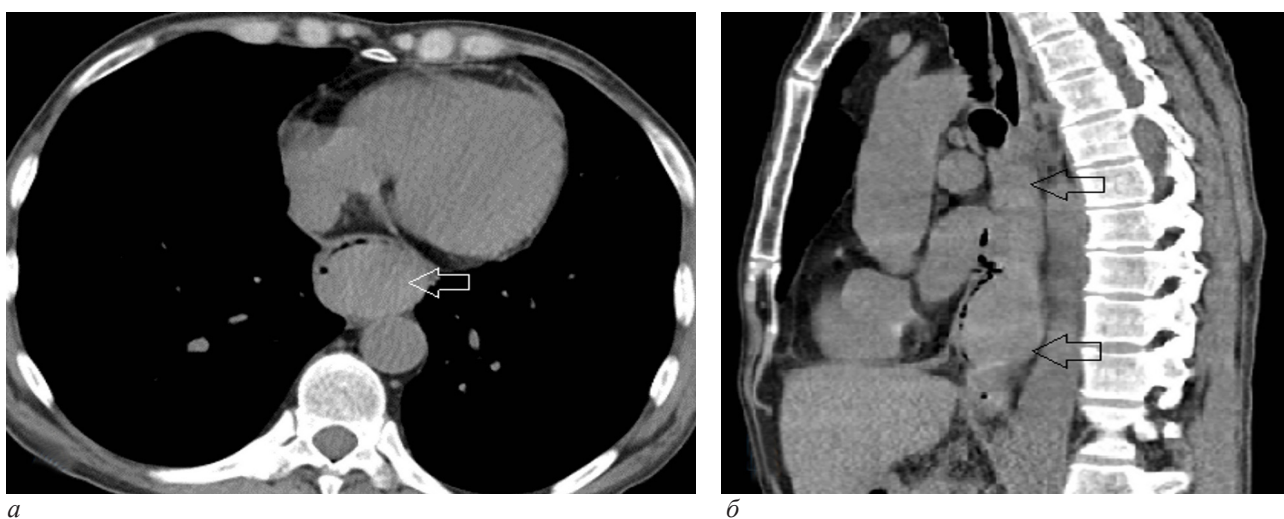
КТ груди без контрастного усиления (6-е сутки): а – аксиальный срез: определяется увеличение размеров и нарастание объема гематомы до 55 см³ (стрелка); б – сагиттальная реконструкция: увеличение протяженности гематомы до 125 мм, при этом её верхний уровень достигает бифуркации трахеи (стрелки)
